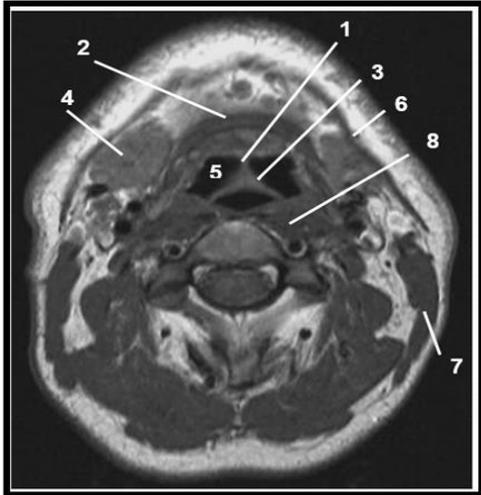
Coupe axiale pondérée T1, passant par l'os hyoïde (IRM 1.5 T) (40,41).
